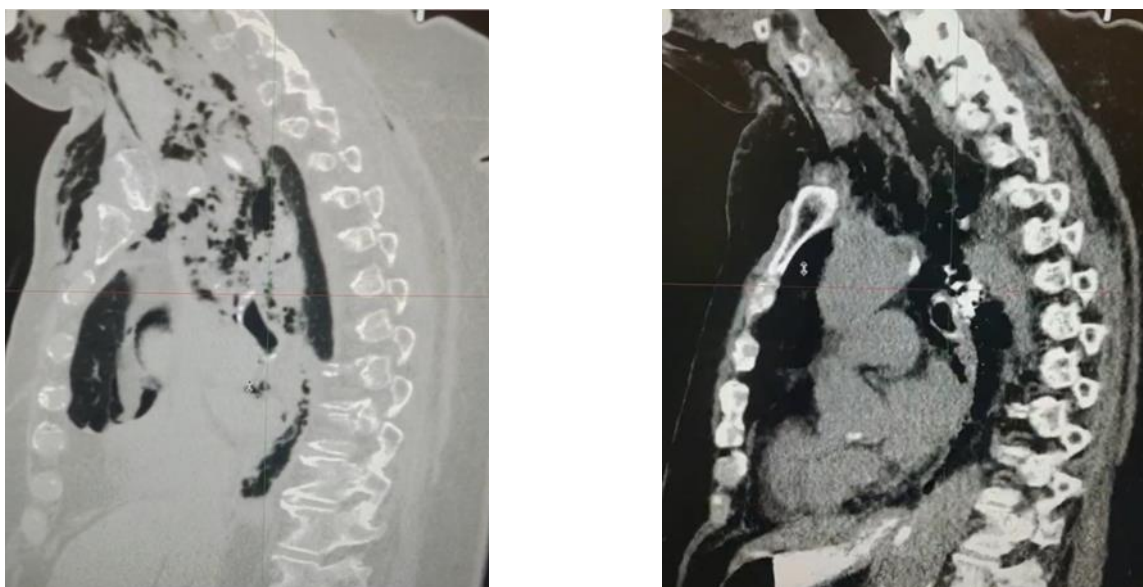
Компьютерная томограмма в сагиттальной проекции в «легочном» и «мягкотканном» режимах
